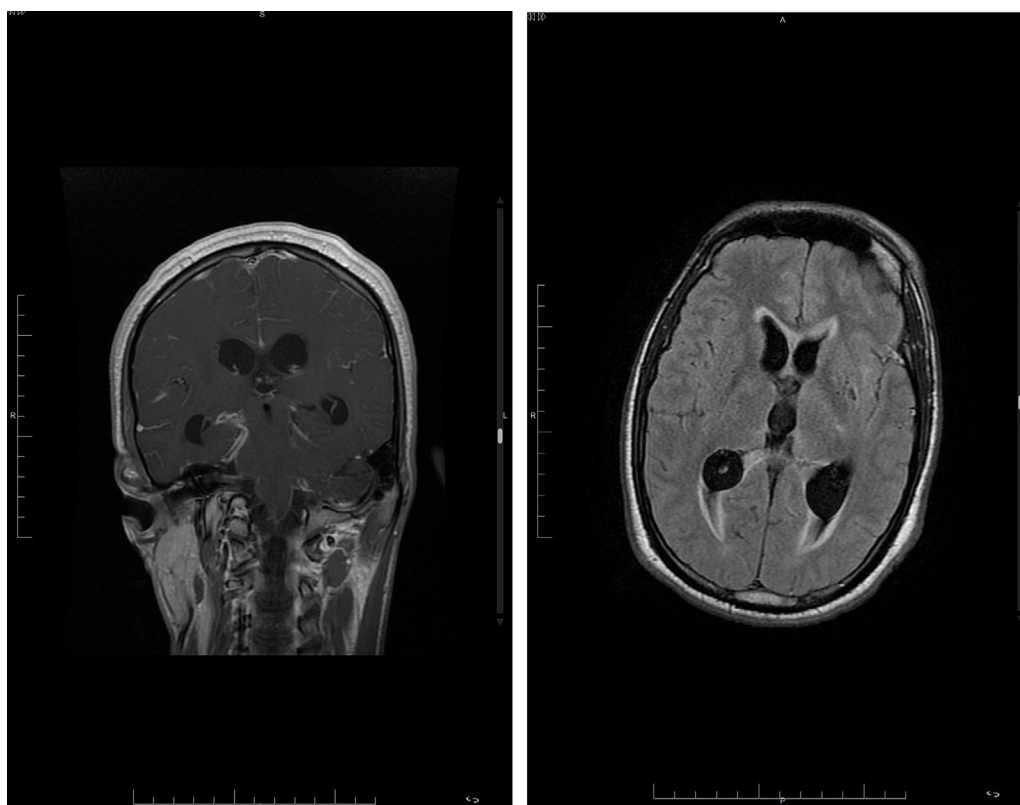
Imágenes de resonancia magnética. Izquierda: secuencia T1 coronal, donde se observa realce meníngeo, de predominio en cisternas de la base. Derecha: secuencia T2 FLAIR axial, nótese el aumento del tamaño ventricular con nivel líquido-líquido en ambas astas occipitales y áreas de hiperseñal en la sustancia blanca periventricular.
